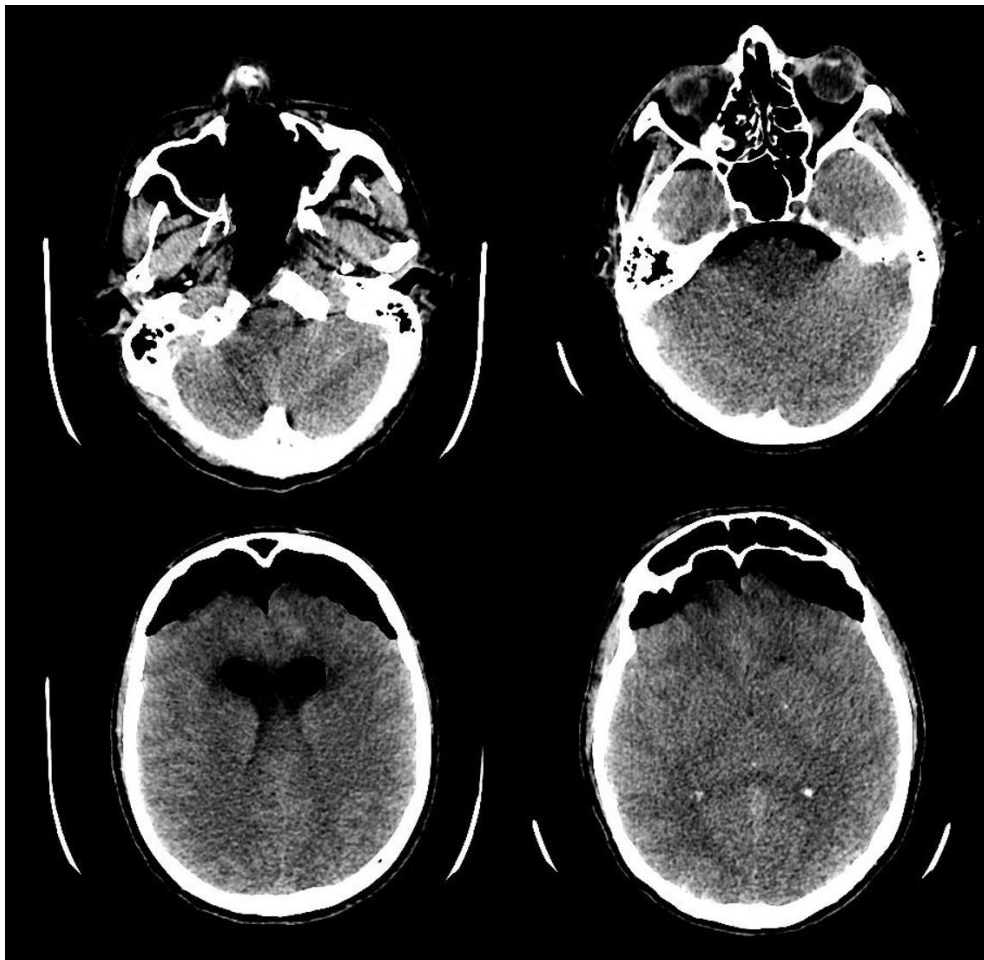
Tomografia computadorizada de crânio evidenciando extensa destruição das estruturas ósseas da face, comprometendo a parede posterior da orofaringe (no alto, à esquerda), e o consequente pneumoencéfalo. O aspecto na imagem abaixo, à direita, é conhecido como “sinal do Monte Fuji”, devido à semelhança com o perfil desta montanha.
